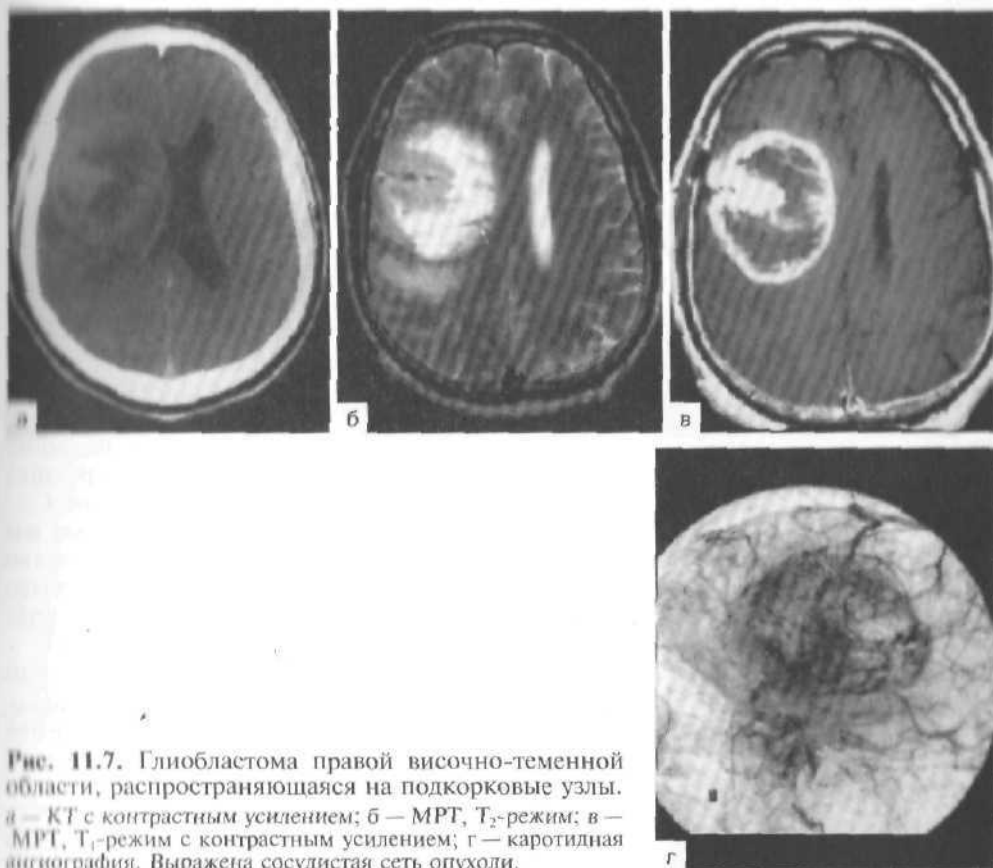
Глиобластома правой височно-теменной области, распространяющаяся на подкорковые узлы. а — КТ с контрастным усилением; б — МРТ, T_2 -режим; в — МРТ, T_1 -режим с контрастным усилением; г — каротидная ангиография. Выражена сосудистая сеть опухоли.
